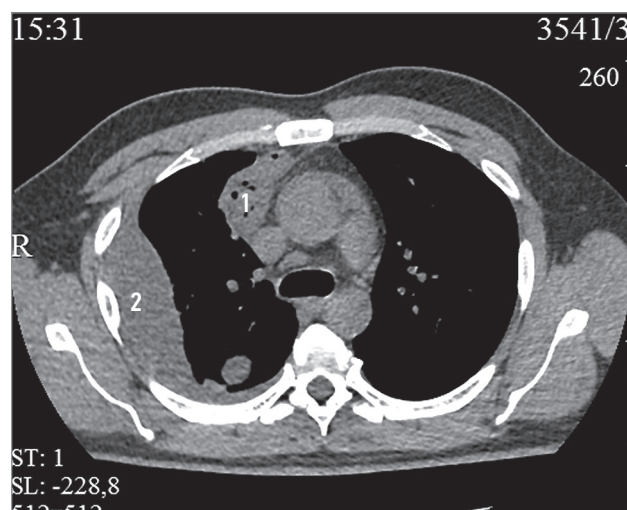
Вторичный медиастинит: 1 – гнойный затек в средостении; 2 – «сигнальный» выпот в плевральной полости справа. Компьютерная томография
